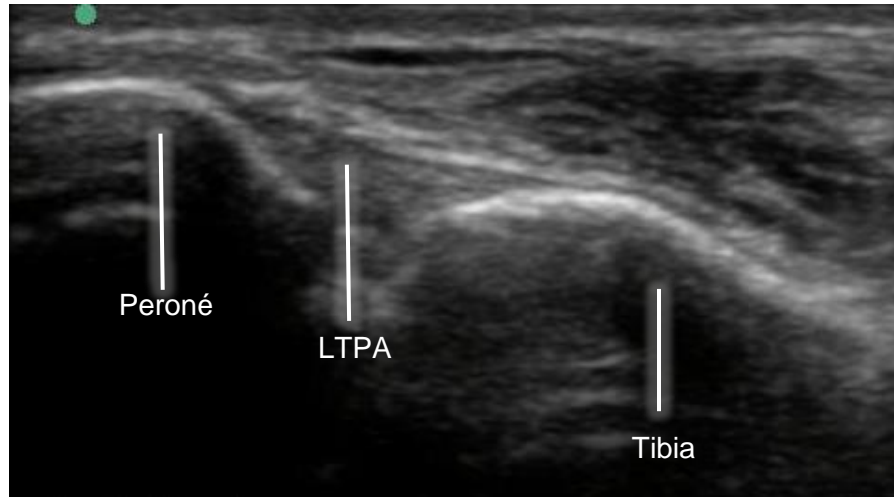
Vista ultrasonográfica de la sindesmosis anterior en tobillo sano (LTPA: ligamento tibioperoneo anterior)
